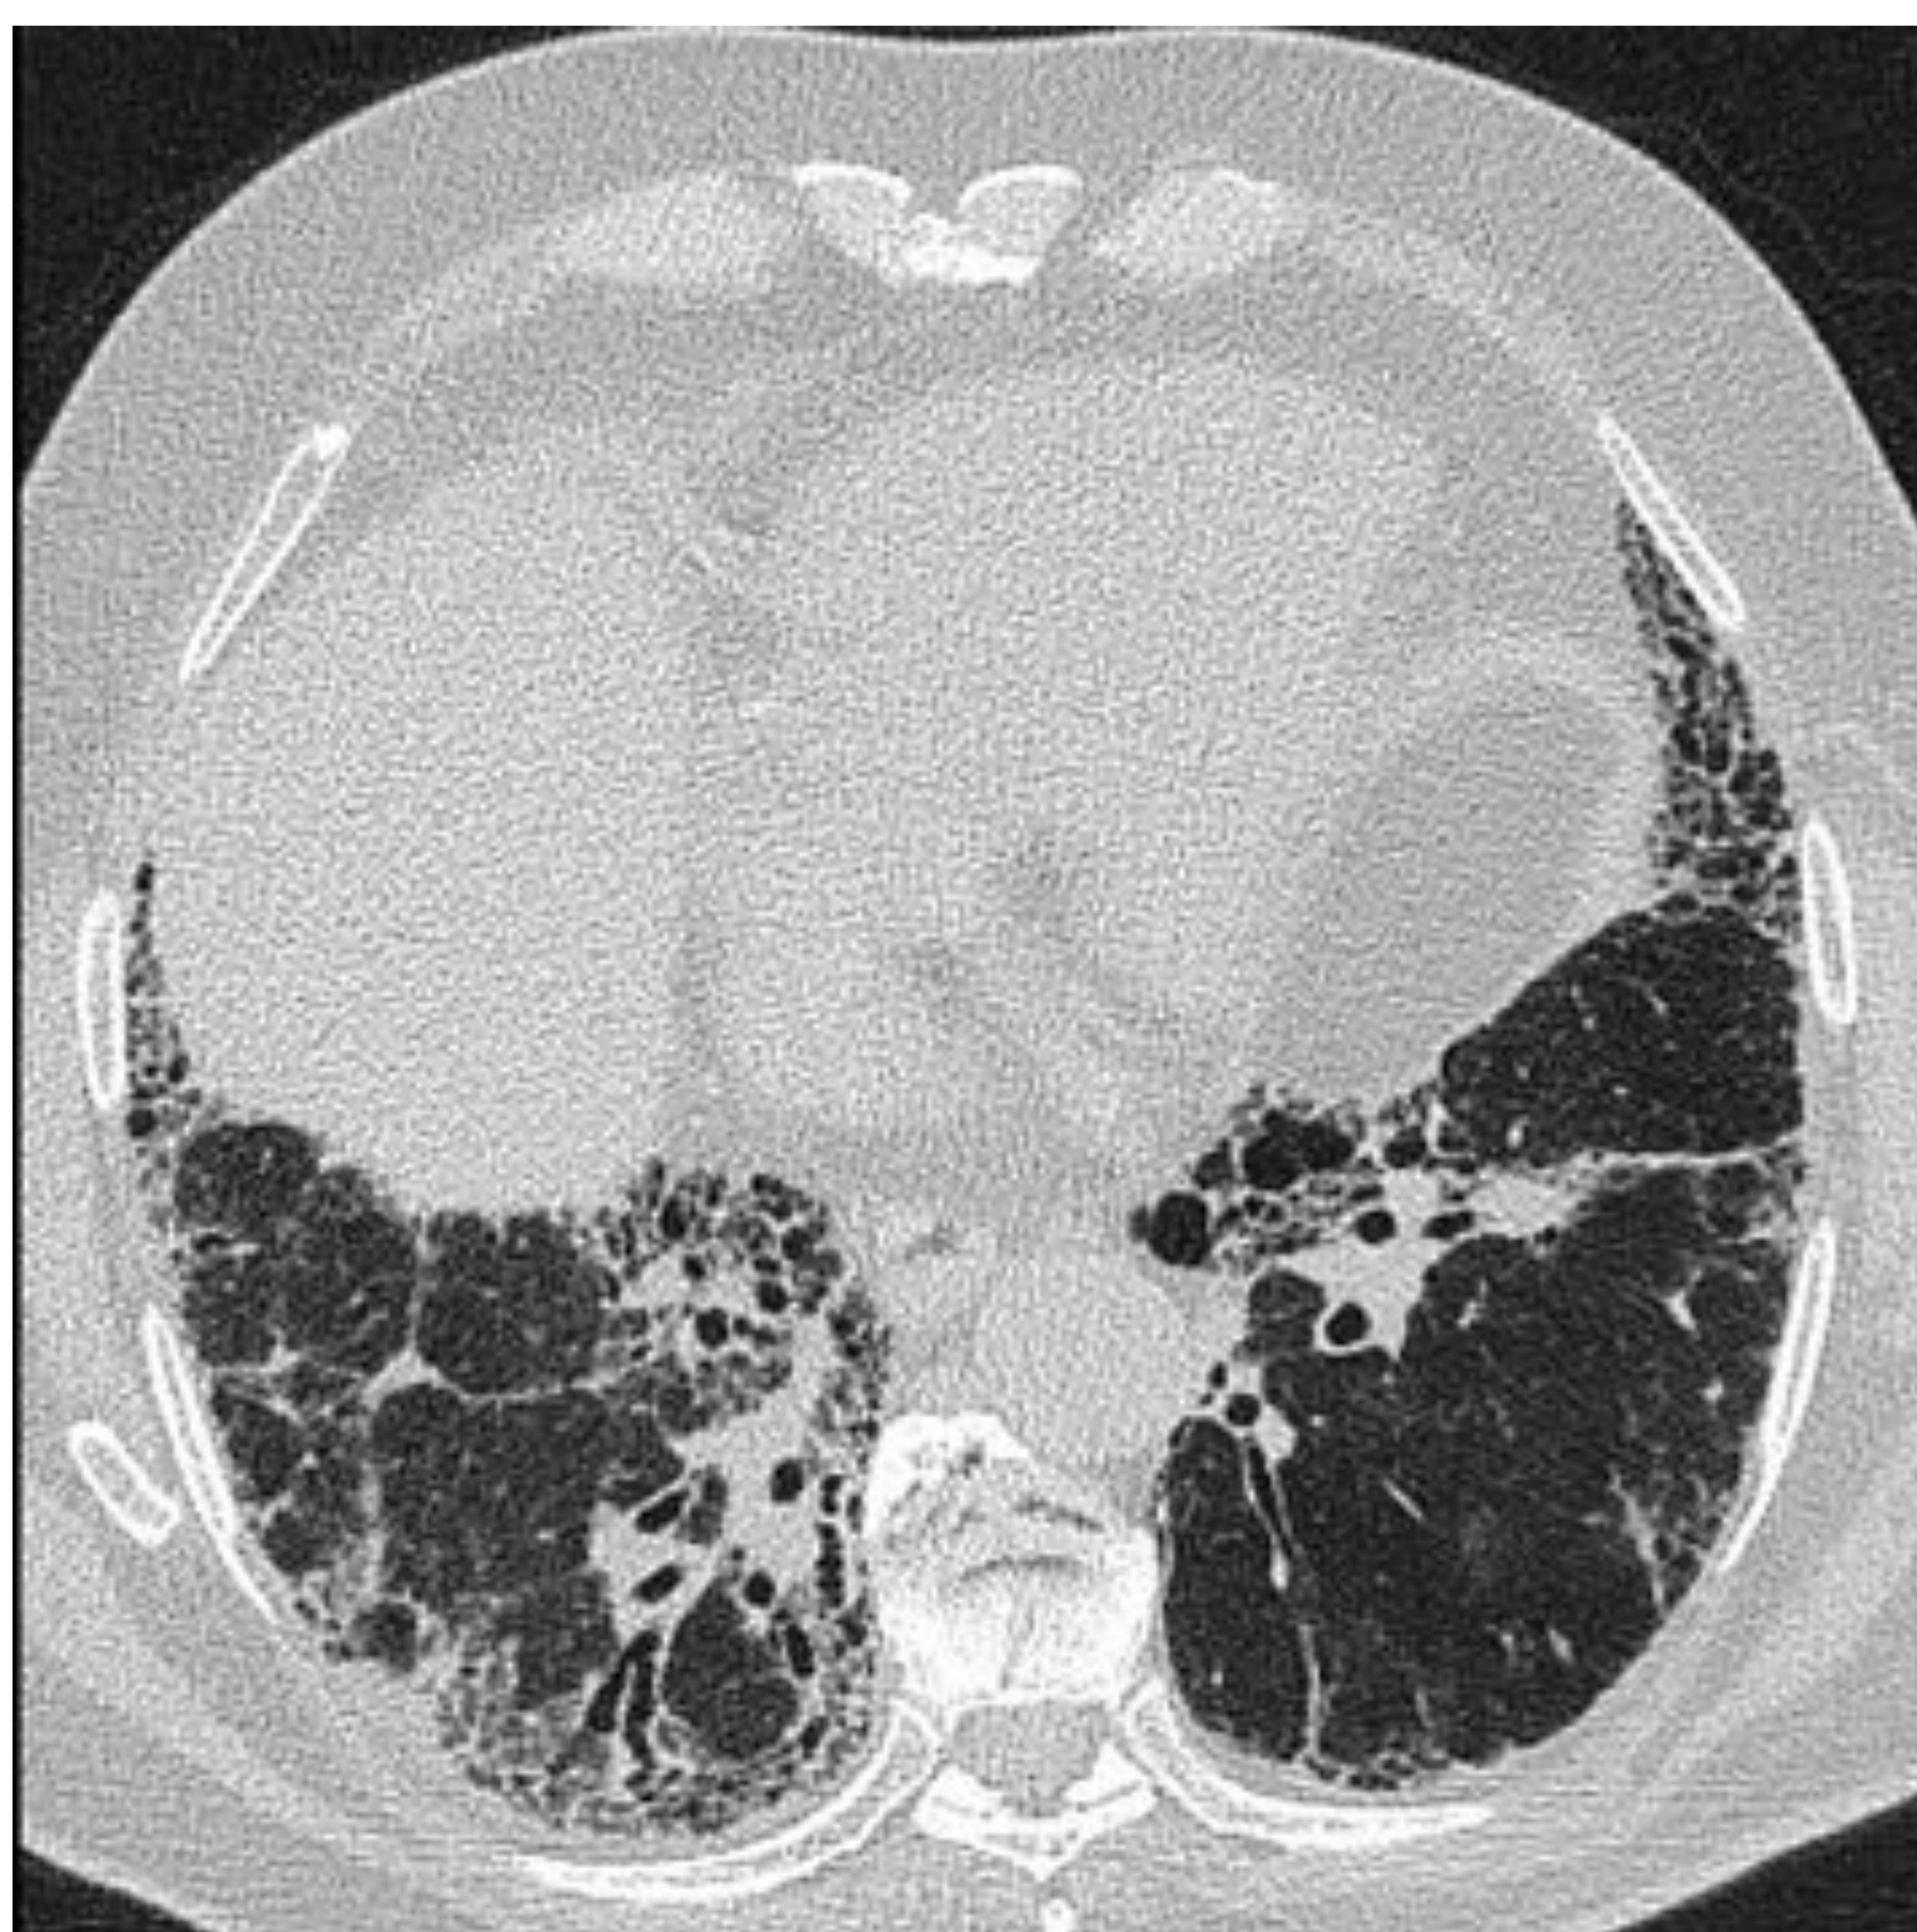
Paciente de 77 años con una EPI con patrón de neumonía intersticial usual de 10 años de evolución al que recientemente se le ha diagnosticado PAM. La TC torácica de alta resolución (ventana pulmonar) muestra un patrón reticular subpleural bibasal con patrón en panal de abeja y bronquiectasias de tracción asociados.
